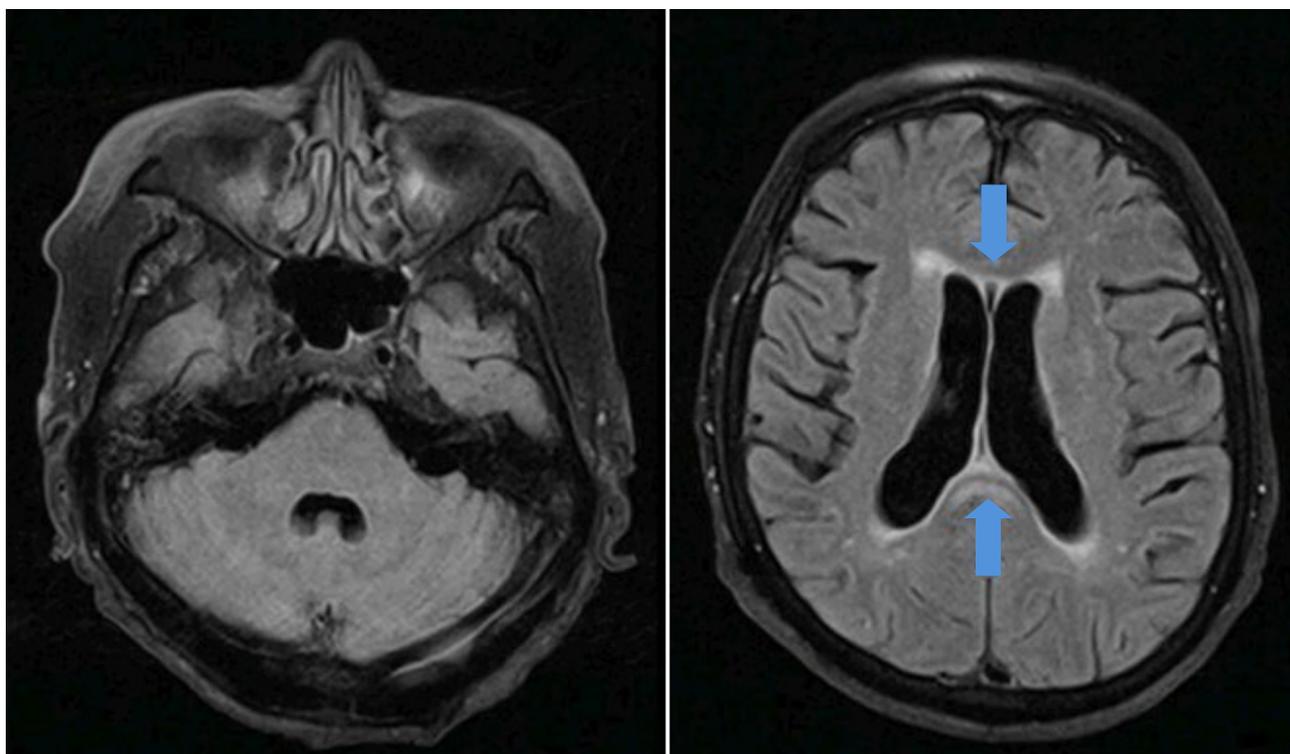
Resonancia magnética cerebral con contraste control (13 días de suspensión de metronidazol): muestra hiperseñal en cuerpo calloso a predominio de rodilla y esplenio (flecha), la cual ha disminuido significativamente respecto a estudio previo.
